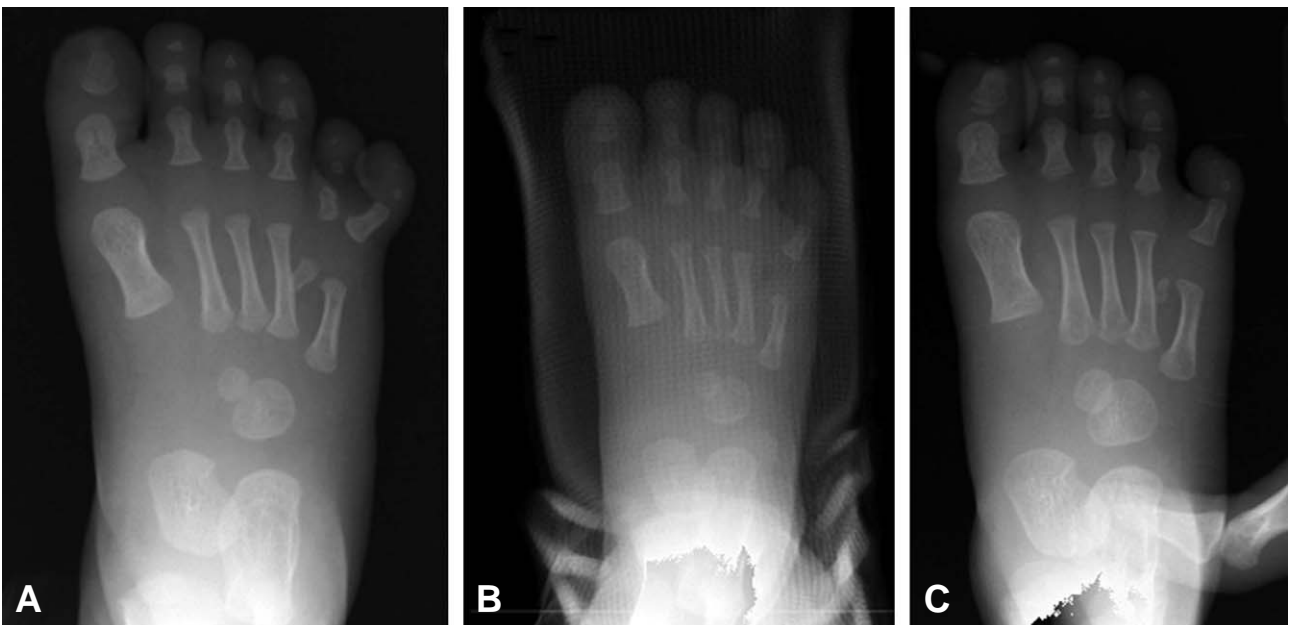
Simple radiograph of 1 year old male patient with postaxial polydactyly (A), immediate post operative radiograph showed complete excision of extradigit. But 6 months follow up radiograph showed remnant extra-metatarsal after ossification.
